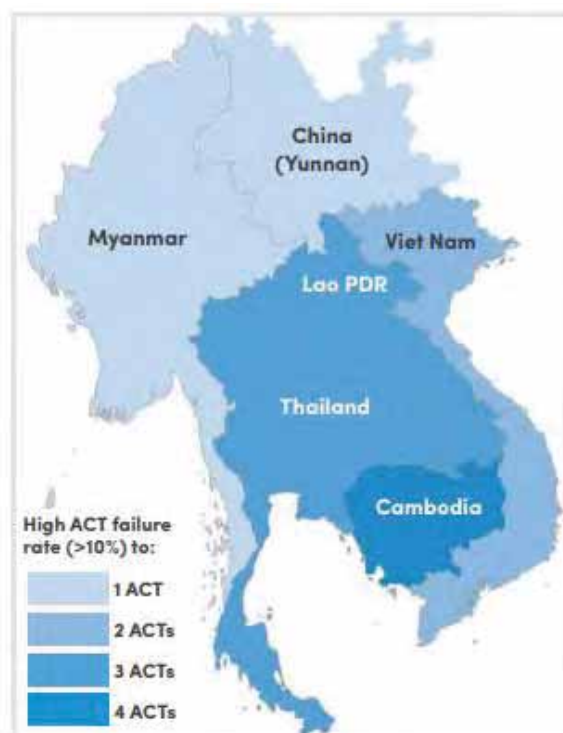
Résistance aux CTA (échecs au traitement >10%) dans la région du Grand Mékong. (OMS, Artemisinin resistance and artemisinin-based combination therapy efficacy, 2018)
